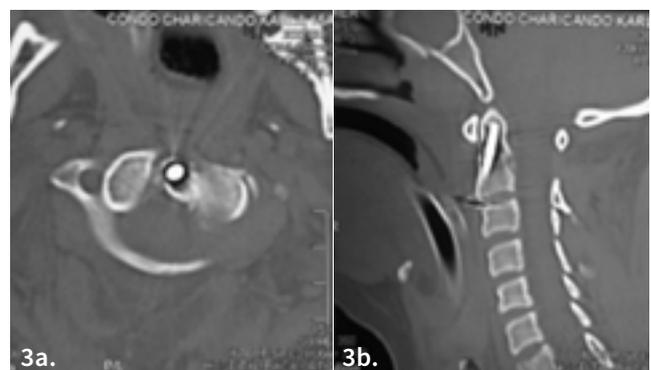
3a. tomografía computarizada corte axial. 3b. Tomografía computarizada corte sagital
